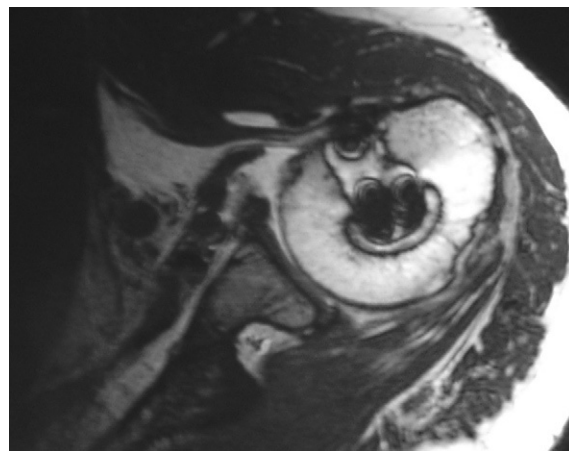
Résultat IRM d'un transfert de muscle grand pectoral passé sous le tendon conjoint et cicatrisé sur le tubercule mineur.
